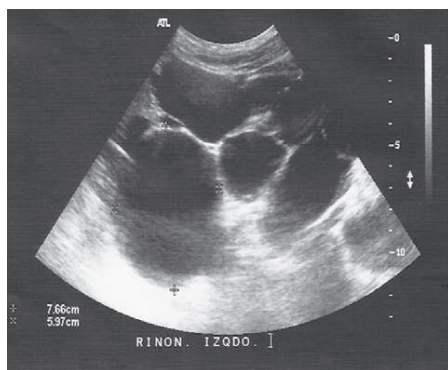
Riñones poliquísticos visualizados en ecografía
